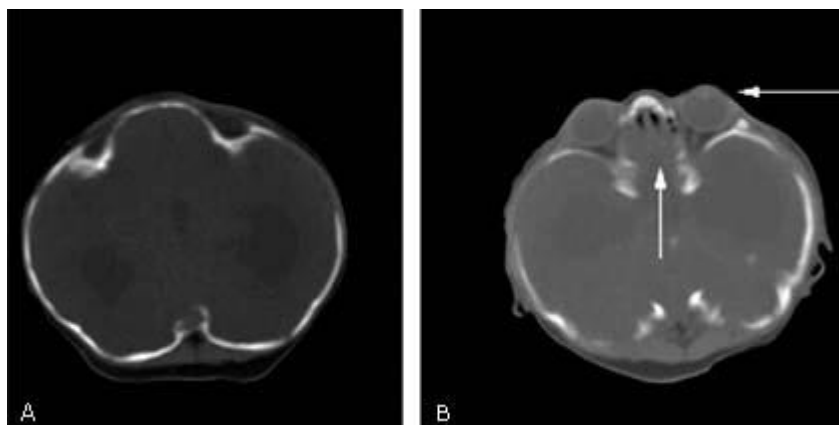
Tomografía computarizada simple de cráneo, imagen. A) Morfología de cráneo en trébol. B) Hipoplasia craneofacial (flecha central), exoftalmos bilateral (flecha lateral).
